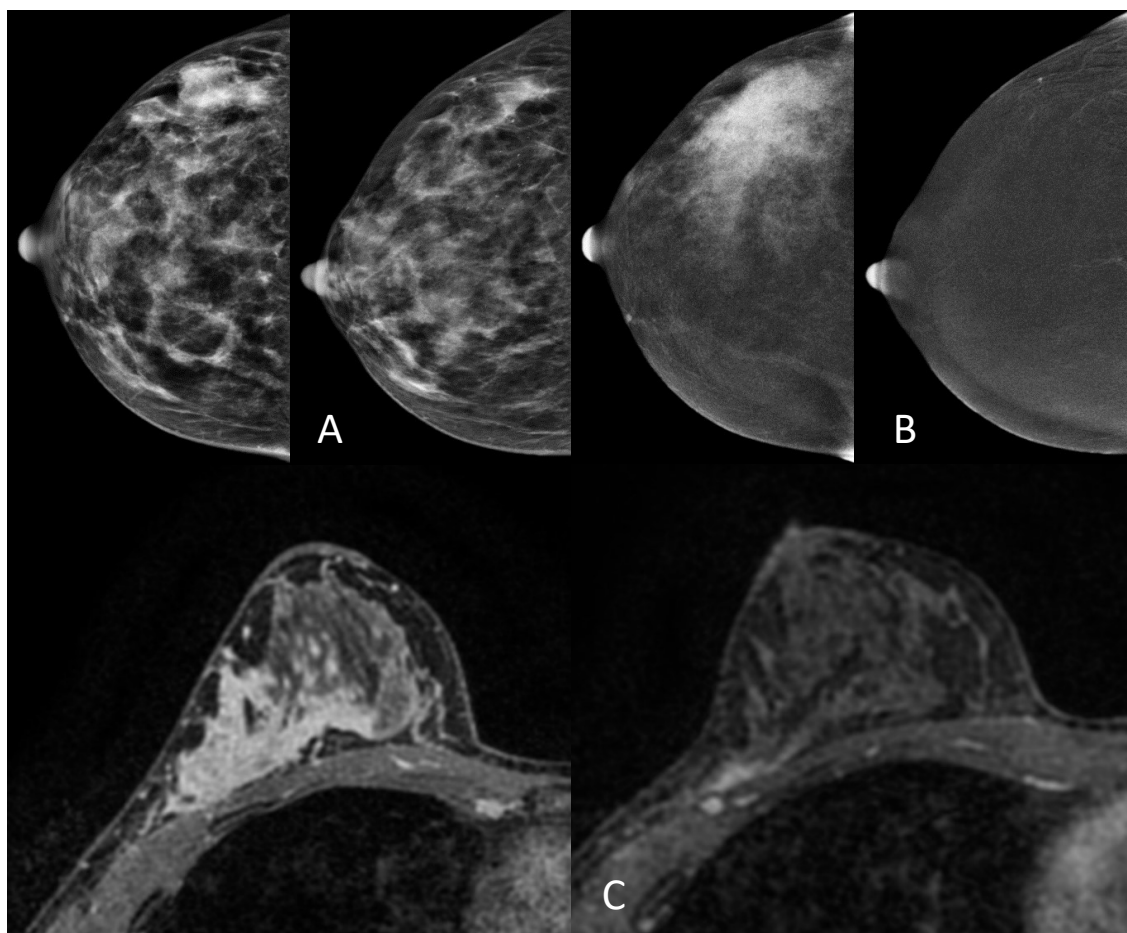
Mulher de 39 anos. Carcinoma ductal invasivo com resposta patológica completa. MG (a), MGMC (b) e RM (c) pré e pós-QTNEO. Assimetria focal é vista no quadrante externo na MG (a). A MGMC pré-QTNEO (b) e a ressonância magnética (c) mostram realce não-nodular segmentar. A MG pós-QTNEO (a) e a ressonância magnética (c) mostraram incorretamente doença residual, enquanto a MGMC foi negativa.
